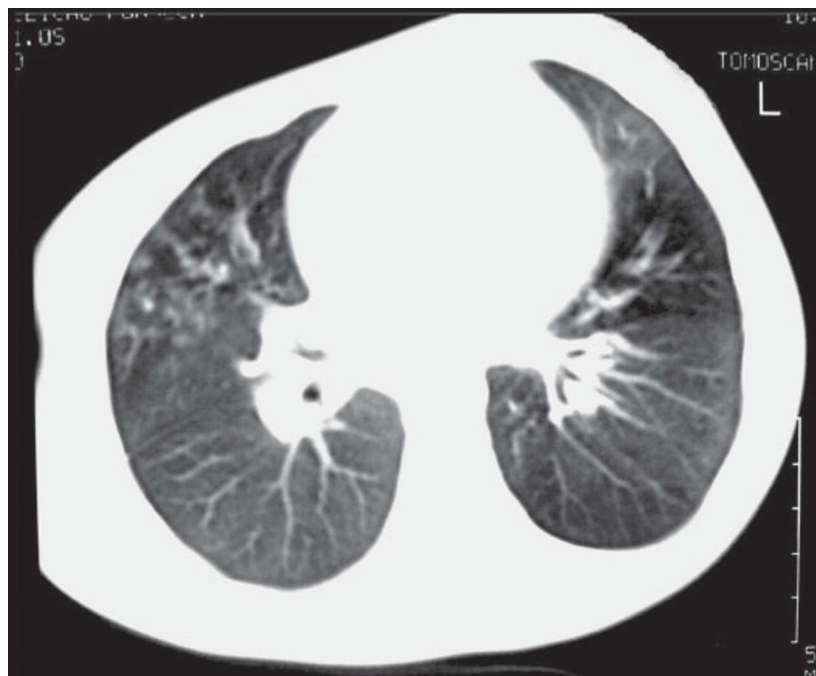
TAC torácica com evidência de padrão “em mosaico” bilateral; bronquiectasias cilíndricas nos lobos superior direito e médio.
